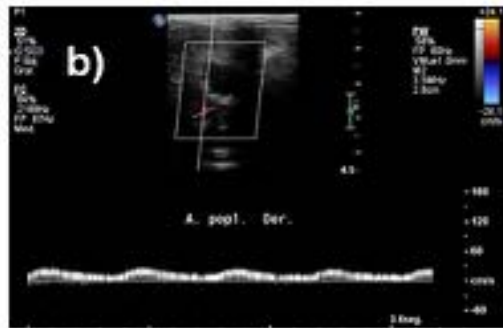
Ecografía doppler arterial de miembro inferior derecho. Patrón de flujo doppler color y arterial en la AFS (a), A. poplítea (b), A. tibial anterior (c) y A. tibial posterior (d).
